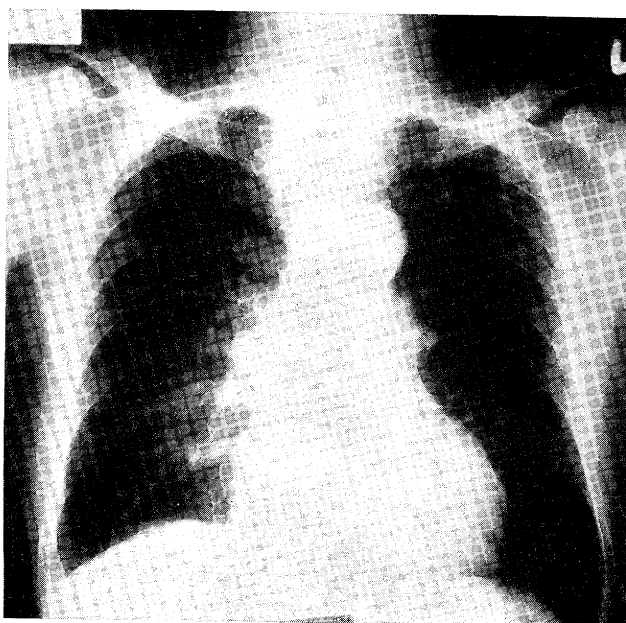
Radiograph of the lung, Case 2, showing the infiltration of the lower lobe in right lung.
